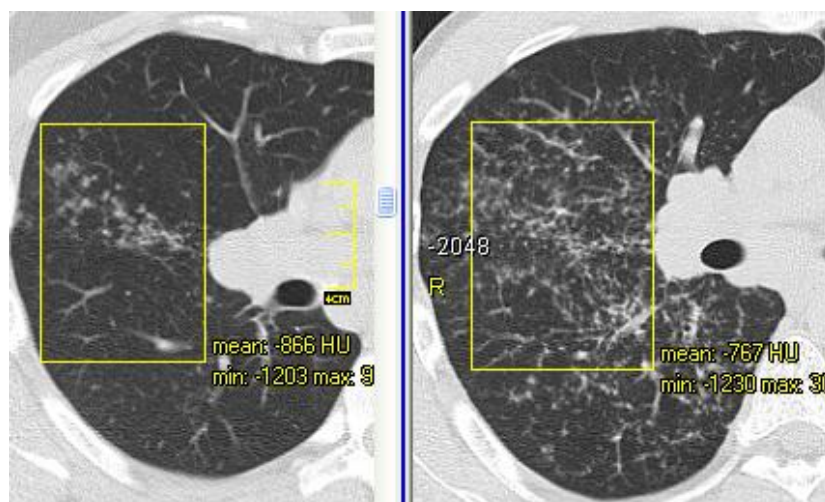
КТ хворого Г., саркоїдоз II стадії (ліворуч): обмежена вузликова дисемінація («cluster»-симптом) низької щільності (–866 HU); КТ хворого Б., саркоїдоз II стадії (праворуч): поширена вузлувата дисемінація високої щільності (–767 HU)
